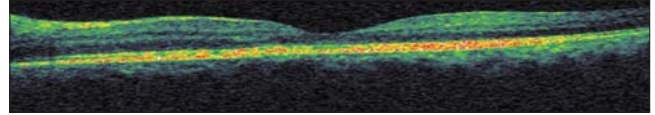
Glukokortikoid kesilmeden önce sol optik koherens tomografisinde anjiyografideki aynı bölgeye uyan alanda subretinal sıvı izlenmektedir
